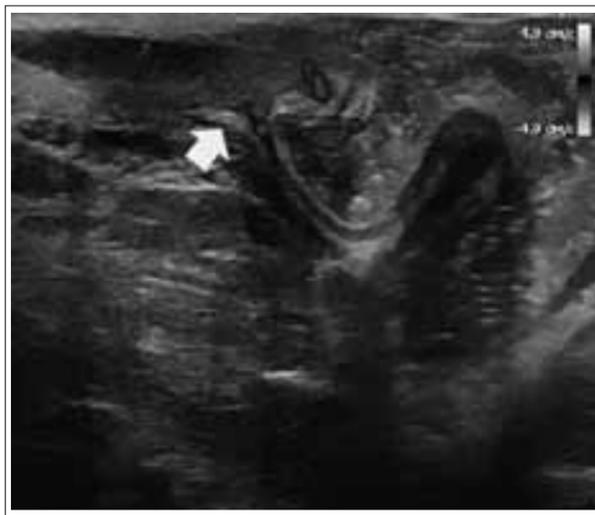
Данные УЗИ ректальным датчиком у обследуемых пациентов в предоперационном периоде
